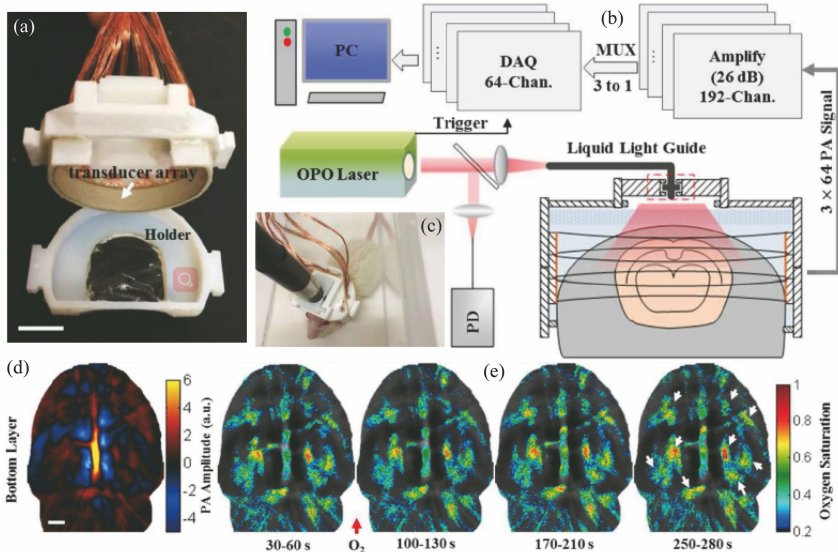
Tang 小组设计的实验系统和大脑中血氧浓度变化。(a)可穿戴式超声传感器结构图；
